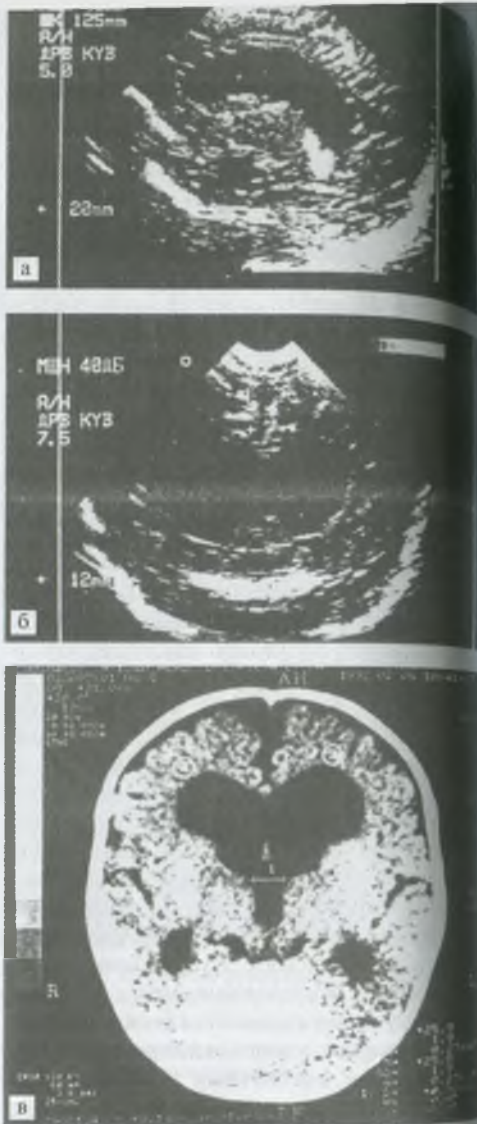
Нейросонограммы и компьютерная томограмма, сделанные одновременно. Выявляется смешанная гидроцефалия; а — сагиттальный срез нейросонограммы; б — фронтальный срез нейросонограммы; в — компьютерная томограмма головного мозга.
